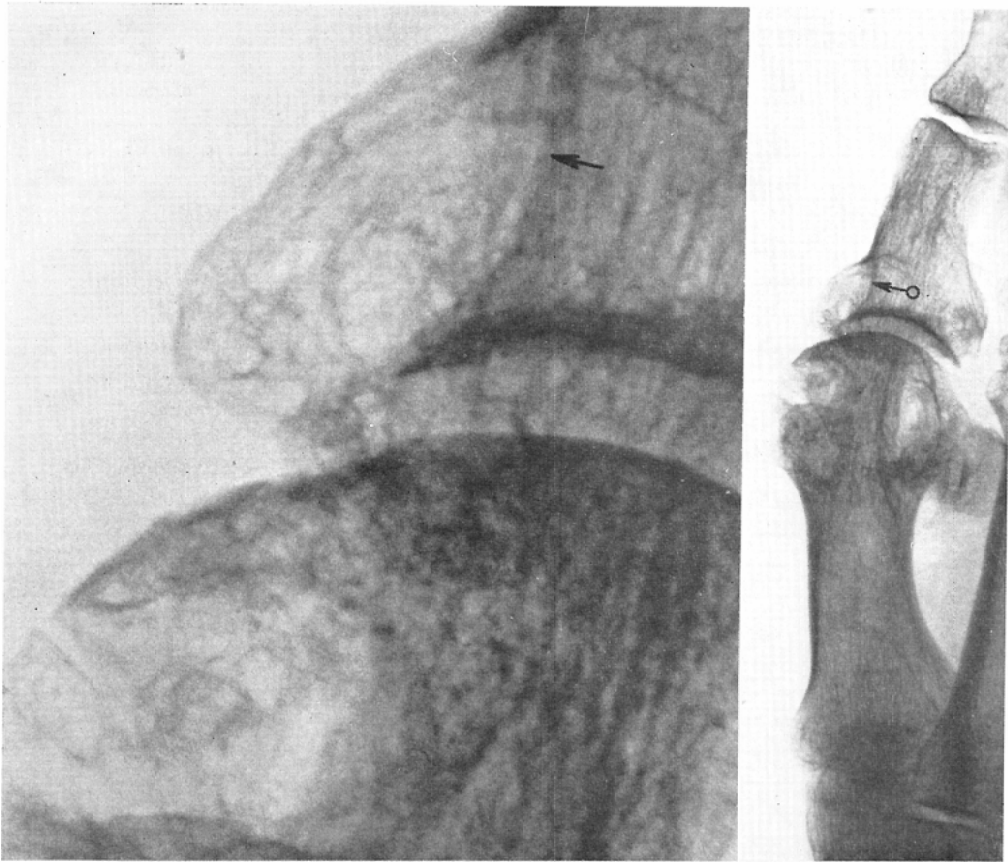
Right: Normal roentgenogram Left: Macroradiogram in 6 times magnification
